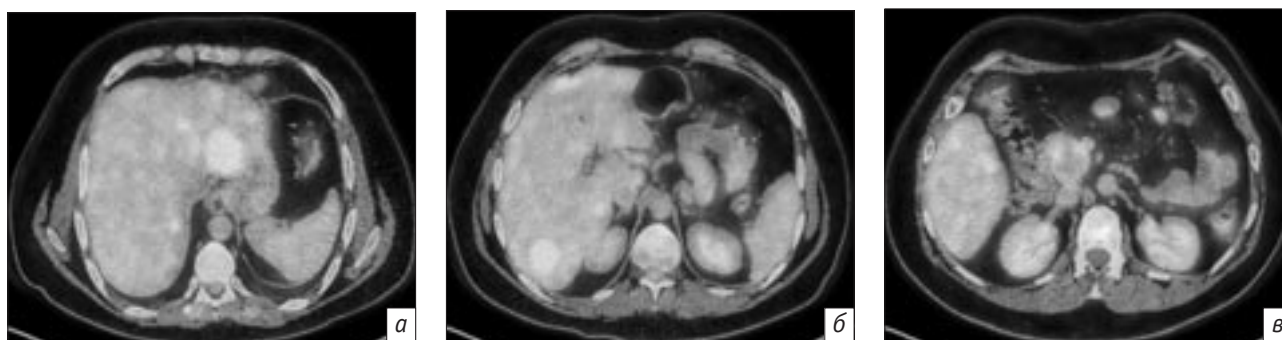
ПЭТ/КТ, аксиальная плоскость:
